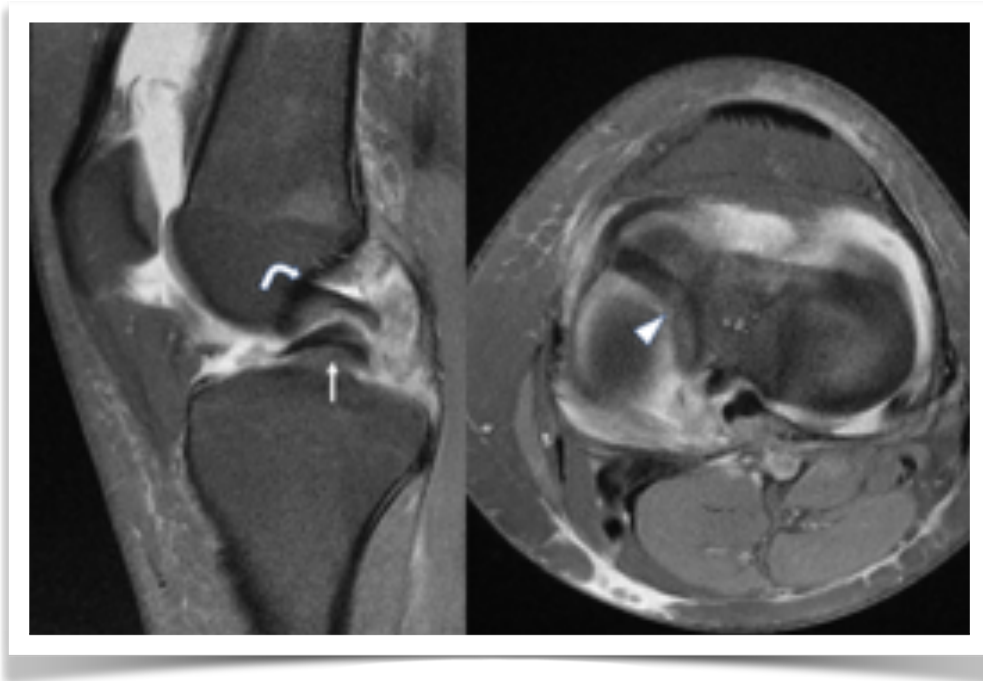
Imagen de resonancia magnética que muestra lesión meniscal en asa de balde luxada, se aprecia el signo de doble LCP en sagital y el fragmento meniscal luxado en axial (Gentileza de Libro de imágenes de Rodilla).
